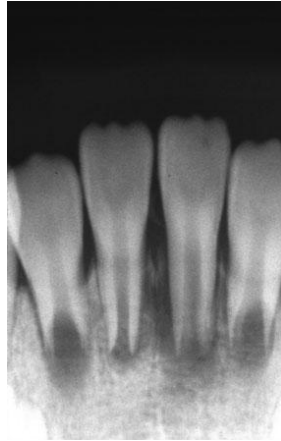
radiografia tirada 19 dias após a primeira consulta. O espessamento do ligamento periodontal teria aumentado.
